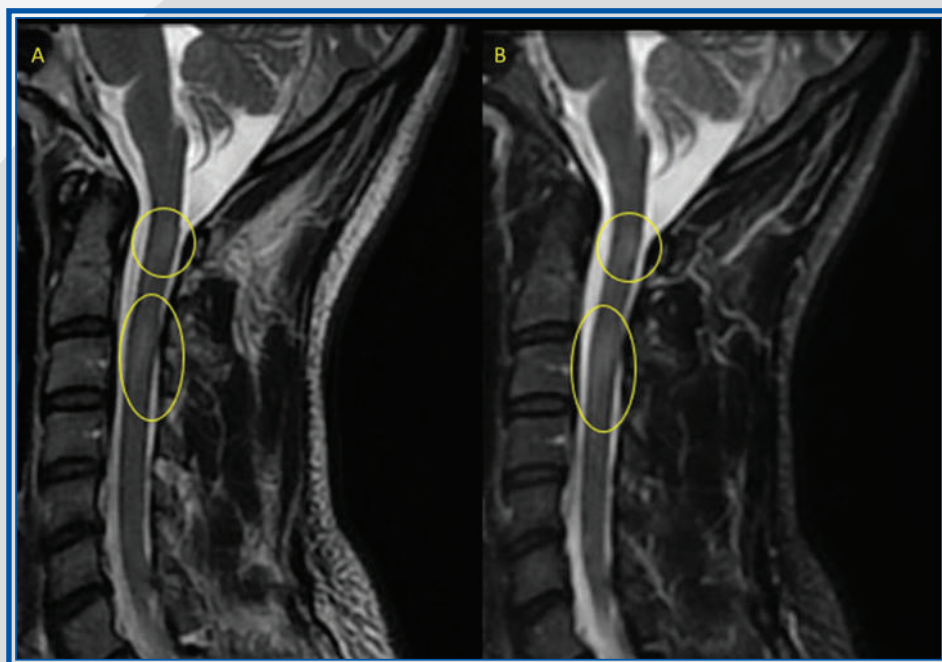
Capítulo 2. IRM cervical, cortes sagitales de secuencias T2 (A) y STIR (B), donde se observan lesiones hiperintensas, de forma cilíndrica y de segmento corto a nivel de C1-C2 y C3.
